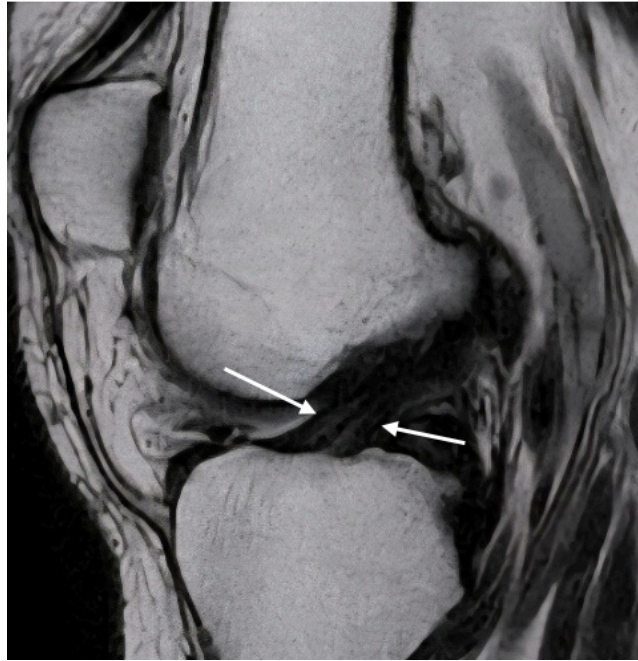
МРТ коленного сустава, выполненное в косоагиттальной плоскости по оси ПКС, в режиме T2-ВИ с толщиной среза 2 мм. Отчетливо дифференцируются отдельно расположенные ПМ и ЗЛ пучки ПКС
